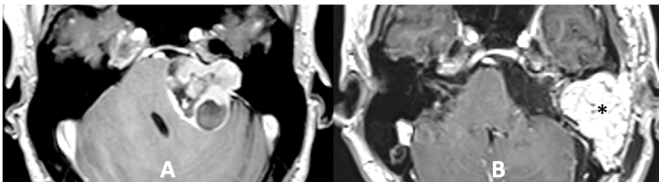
Complete tumor removal in MRI image (record 22673).
